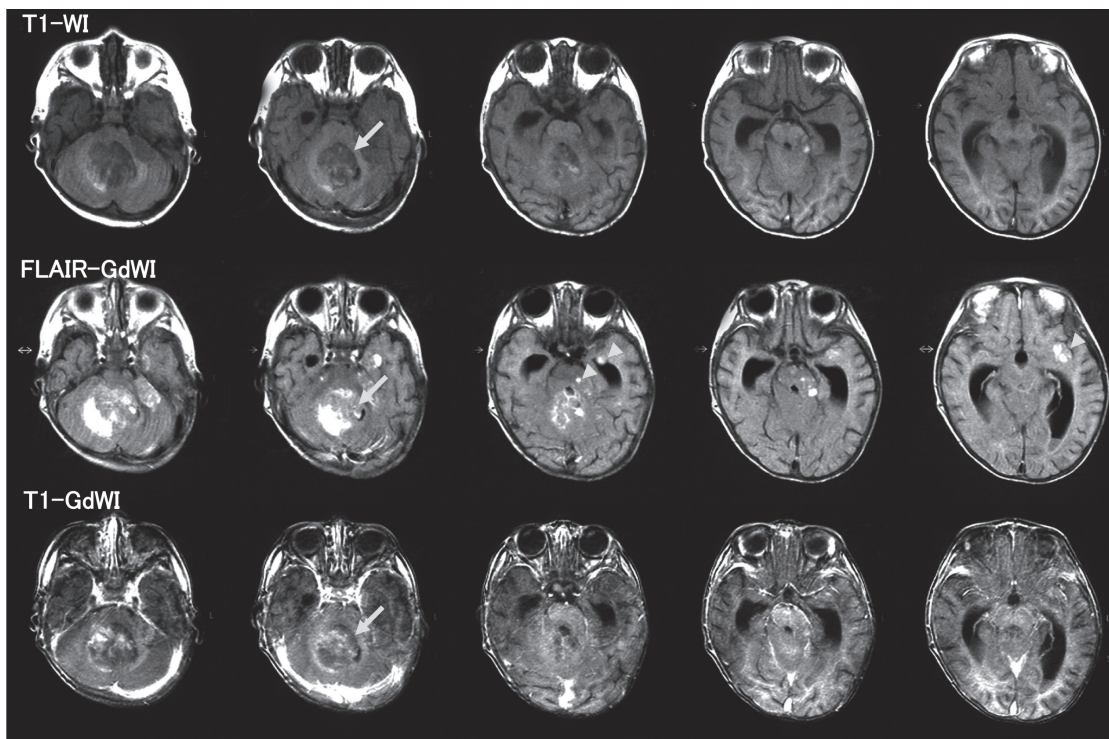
当院入院時頭部MRI. 一部明瞭な高信号域を伴う低信号腫瘍性病変を認めた(矢印). Gd-DTPA 造影後には不均一な増強効果がみられた. 播種を疑う部位は, T1強調画像で高信号, FLAIRで高信号域を示した(矢頭).
